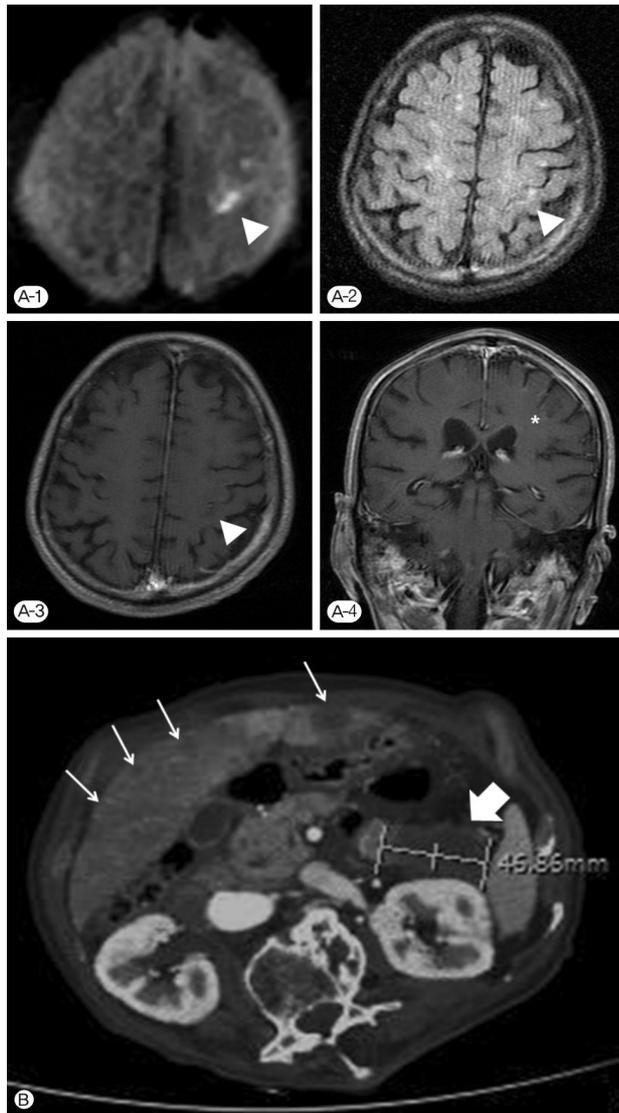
Brain magnetic resonance imaging (MRI) shows high signal intensities (white arrow heads) on diffusion weighted imaging (A-1) and fluid-attenuated inversion recovery imaging (A-2) in the gyri around the central sulcus, which are enhanced by gadolinium (A-3). Gadolinium-enhanced T1-weighted imaging shows low signal intensities in the frontal gyrus along with leptomeningeal and parenchymal enhancement (asterisk, A-4). Abdominal computed tomography shows a mass in the pancreatic tail (thick white arrow) with multiple hepatic metastatic lesions (thin white arrows) (B).
